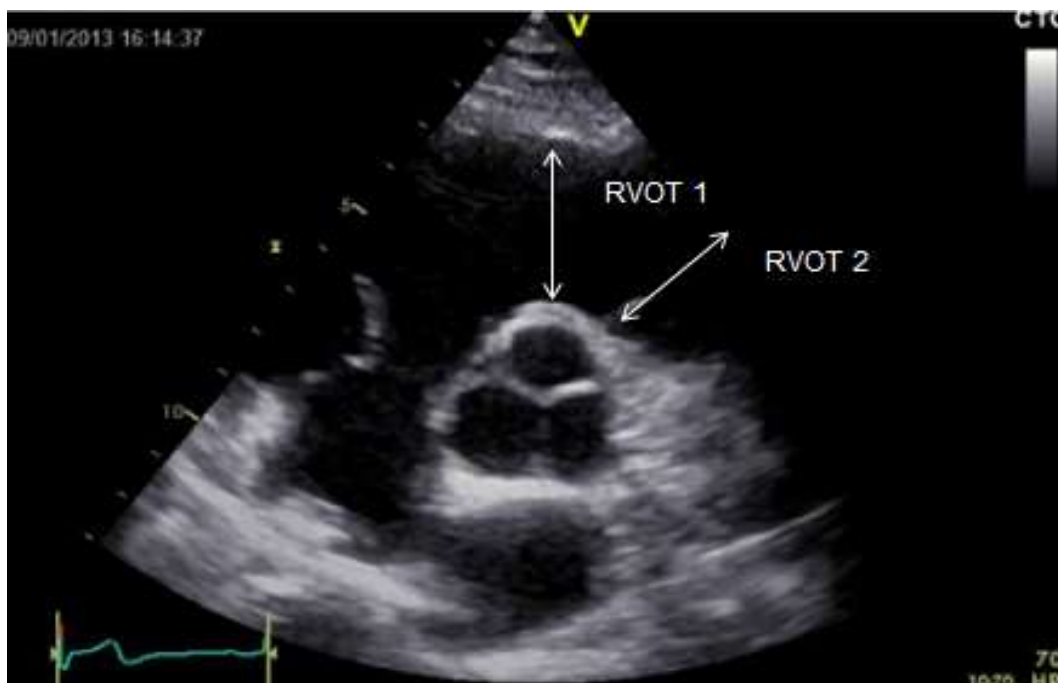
Beispielhafte Darstellung der Vermessung des rechtsventrikulären Ausflusstraktes (RVOT 1 und RVOT 2) in parasternaler kurzer Achse
